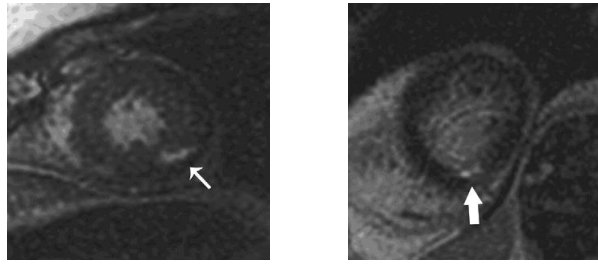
Technique de quantification de la MVG en IRM, d'après Armstrong et al. (13)
